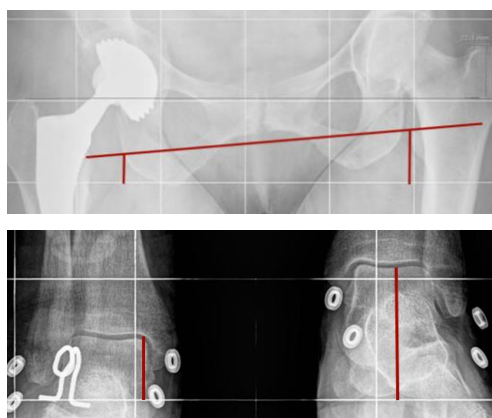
Telemetría de MMII y radiografía AP pelvis: encontramos un alargamiento estructural de 14mm con un aumento de Offset de 8mm y un cotilo vertical a 70°.
